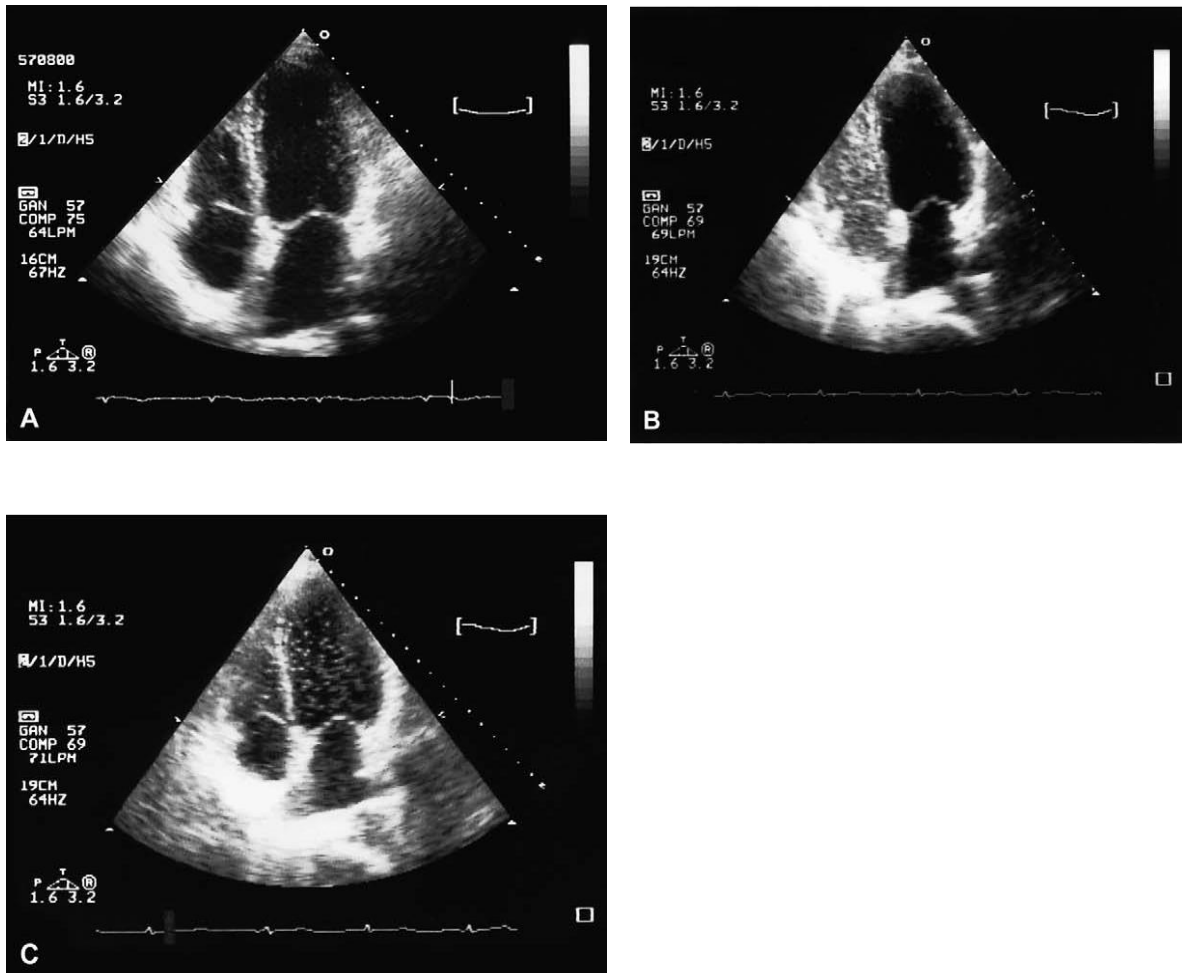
Ecocardiografía con burbujas positiva. A: Imagen sin contraste. B: Opacificación de las cavidades derechas tras la inyección del contraste. C: Opacificación de las cavidades izquierdas al quinto latido tras la inyección del contraste.
